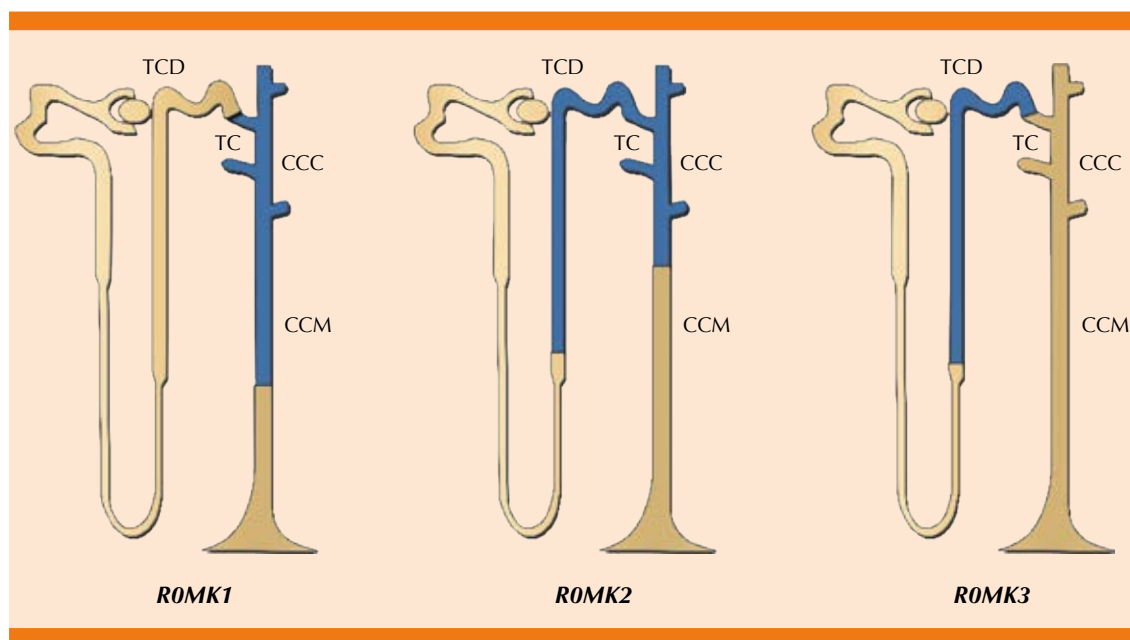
Localización de los canales ROMK en la nefrona. TDC: túbulo contorneado distal; TC: túbulo conector; CCC: conducto colector cortical; CCM: conducto colector medular.
